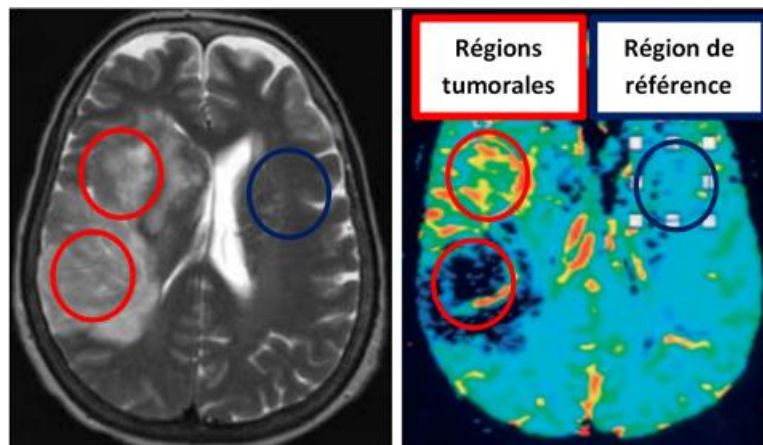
IRM anatomique et cartographie de perfusion d'un GBM. a. imagerie anatomique T_{2w} . b. cartographie de perfusion montrant une cartographie du volume sanguin. L'imagerie pondérée T_2 montre une tumeur homogène alors que la cartographie de perfusion montre deux régions de volume sanguin différentes par rapport à la région de référence (Bas 2006; Le Bas and others 2006).
